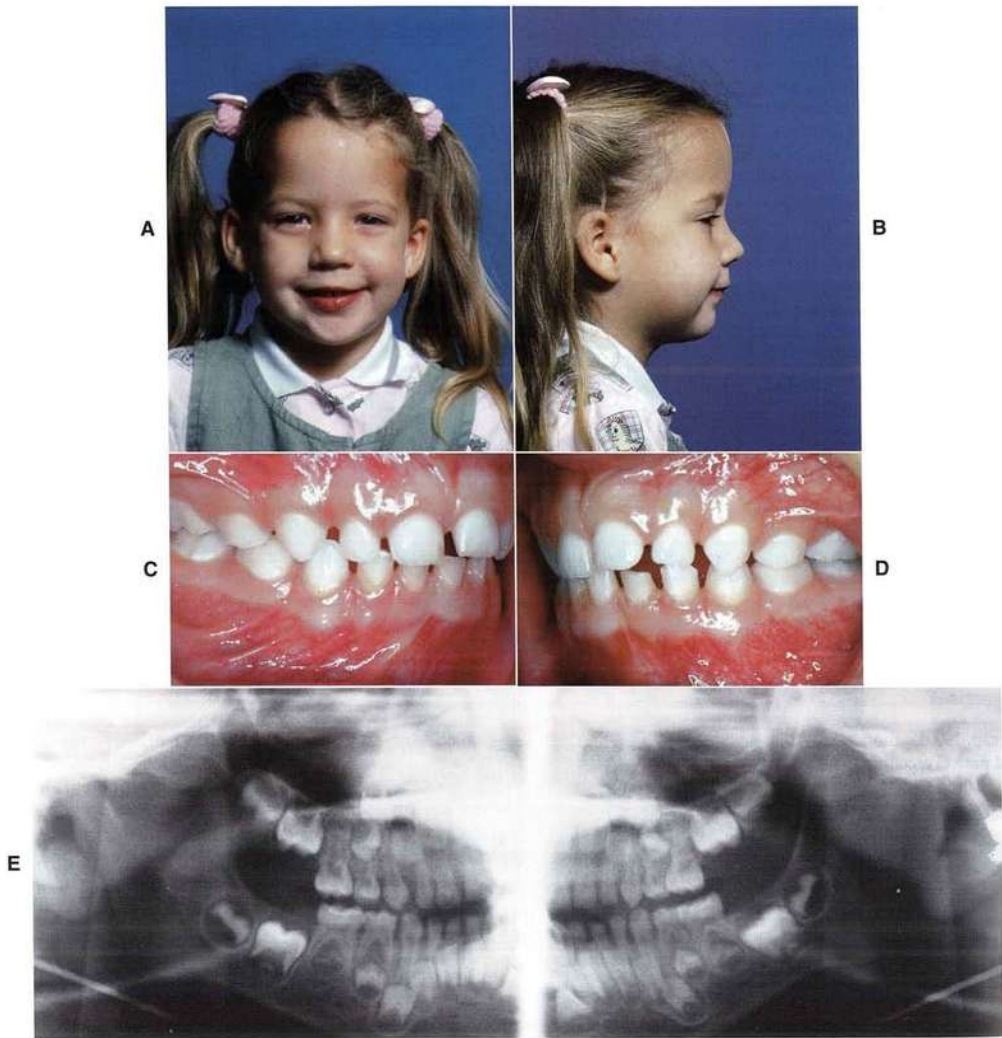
A y B, Niña de 5 años, familiar de un dentista que observó su asimetría facial, con el mentón desviado hacia la izquierda (lo desviaba aún más con la apertura) que fue citada para una valoración posterior. C y D, La oclusión bucal era normal (Clase I) a la derecha y Clase II a la izquierda. E, La radiografía panorámica mostró el clásico aspecto de fractura condílea unilateral. Obsérvese el cóndilo normal a la derecha y solo un cóndilo en forma de cabo a la izquierda. La lesión se produjo casi con seguridad a los 2 años con una caída pero no fue diagnosticada en su momento.
